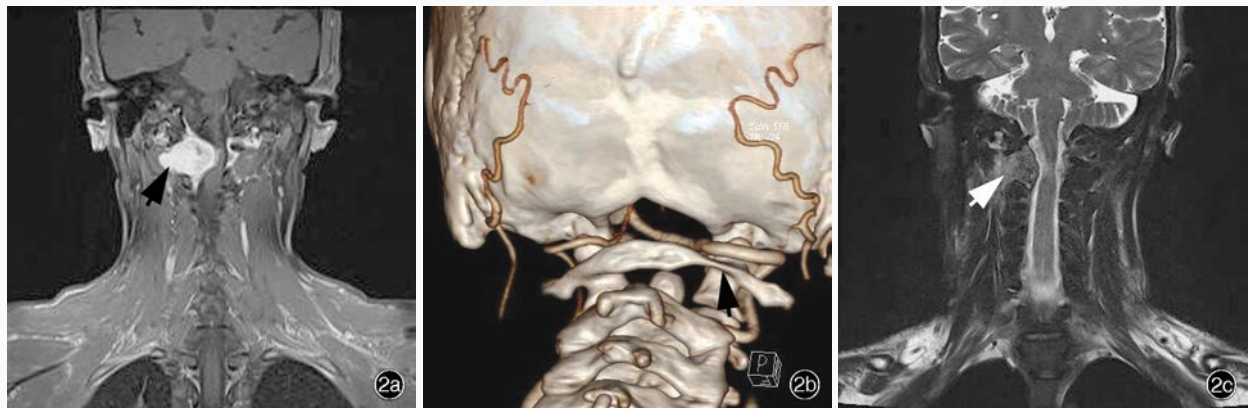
经椎板间入路切除 $C_{1-2}$ 水平椎管内外神经鞘瘤手术前后颈椎影像学检查所见 2a 术前冠状位 $T_1$ WI增强扫描显示,右侧 $C_{1-2}$ 水平椎管内外“哑铃”形肿瘤,脊髓受压左移(箭头所示) 2b 术前三维CT重建显示,寰椎后弓右侧骨质变薄(箭头所示),与枢椎椎板间的距离明显增宽 2c 术后冠状位 $T_2$ WI序列显示,肿瘤全切除,脊髓压迫解除(箭头所示)
